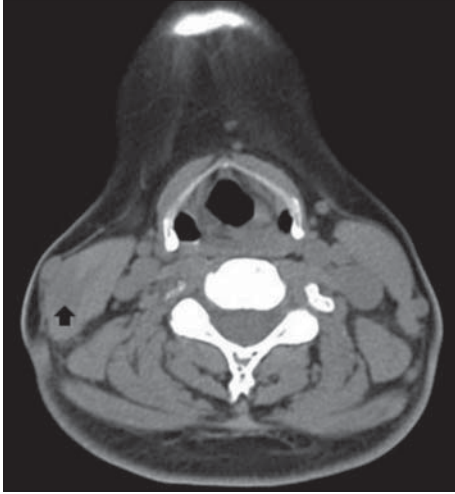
In pre-enhanced axial CT scan, about 1.6×1.4×1.6cm sized, ill defined mass with homogeneous low attenuation(arrow) was noted at the right sternocleidomastoid muscle.
